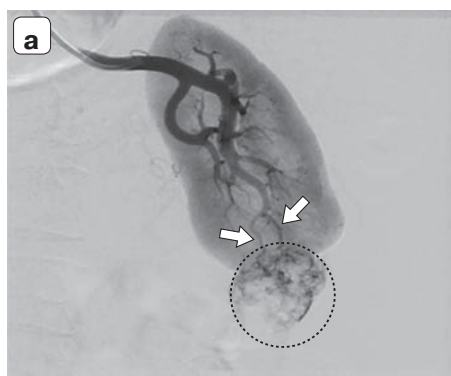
Пациентка Н., 59 лет. Объем опухолевого узла 35,6 см³. Лучевая картина АМЛ левой почки до проведения трансартериальной эмболизации. а – диагностическая ангиография, визуализация основных ветвей патологической сети опухоли (стрелки), опухоль обведена пунктирной линией, на границе с неизменной почечной паренхимой определяются питающие сосуды (стрелки); б – 3D-реконструкция КТ-изображения области интереса с хорошо выраженной патологической сосудистой сетью в ангиомиоматозном компоненте.
